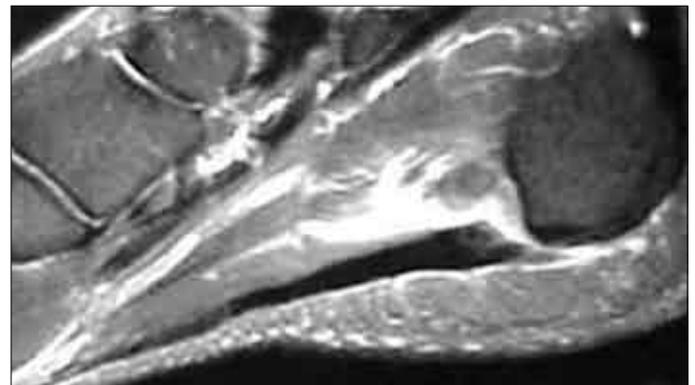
RM - rotura completa aguda.
